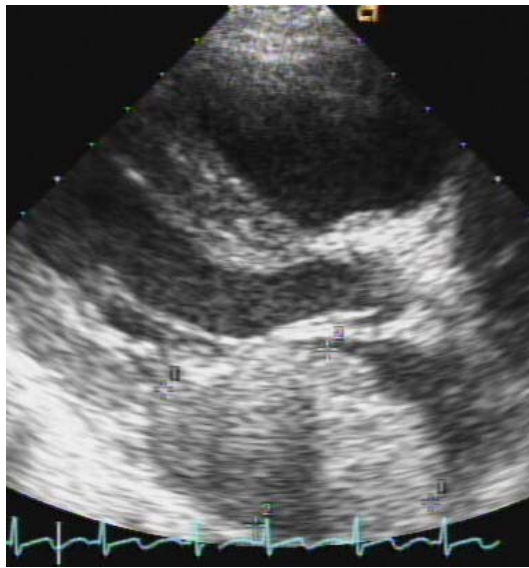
Transthoracic echocardiogram. The parasternal long axis view shows a well demarcated, encapsulated huge (5×7 cm) mass in the left atrial posterior wall with nearly total obstruction of the left ventricular inflow.
